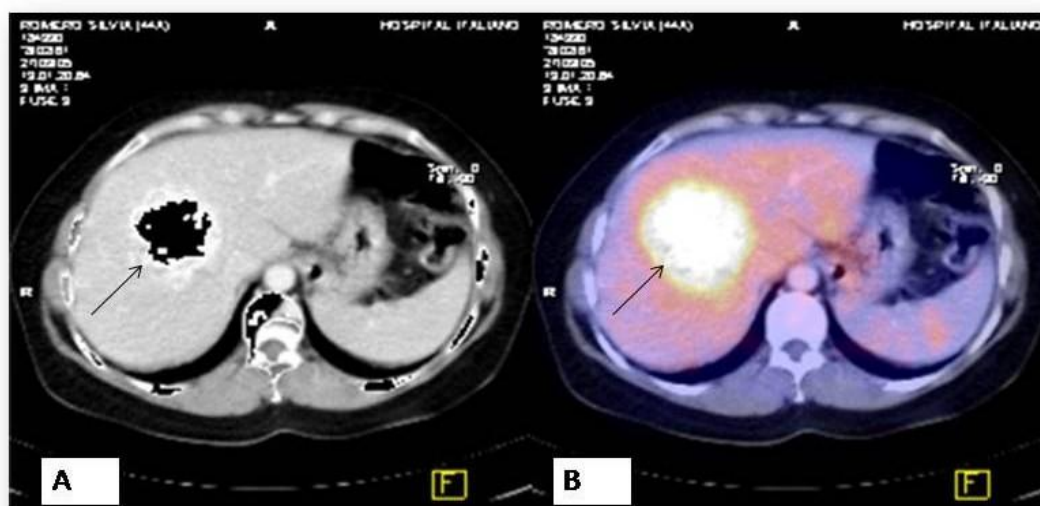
TC de control posterior a quimioembolización de tumor neuroendocrino. (A) EL PET/TC muestra que la lesión tiene actividad metabólica remanente (B)
